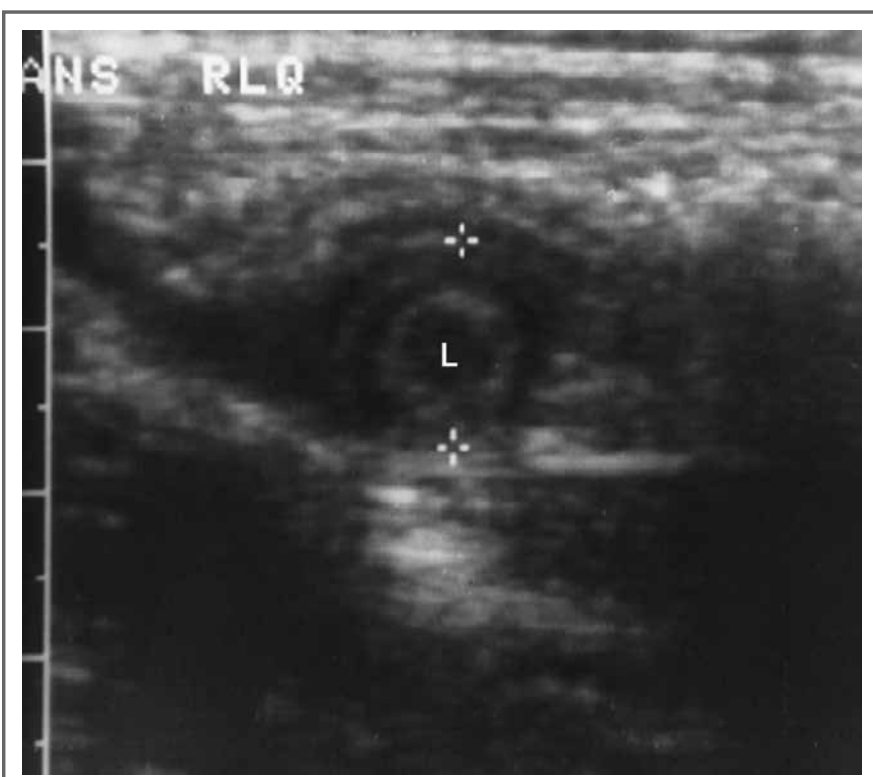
Imagem em alvo na ultrassonografia: corte transversal demonstrando submucosa com ecogenicidade intacta e apêndice com líquido em seu interior (L).
